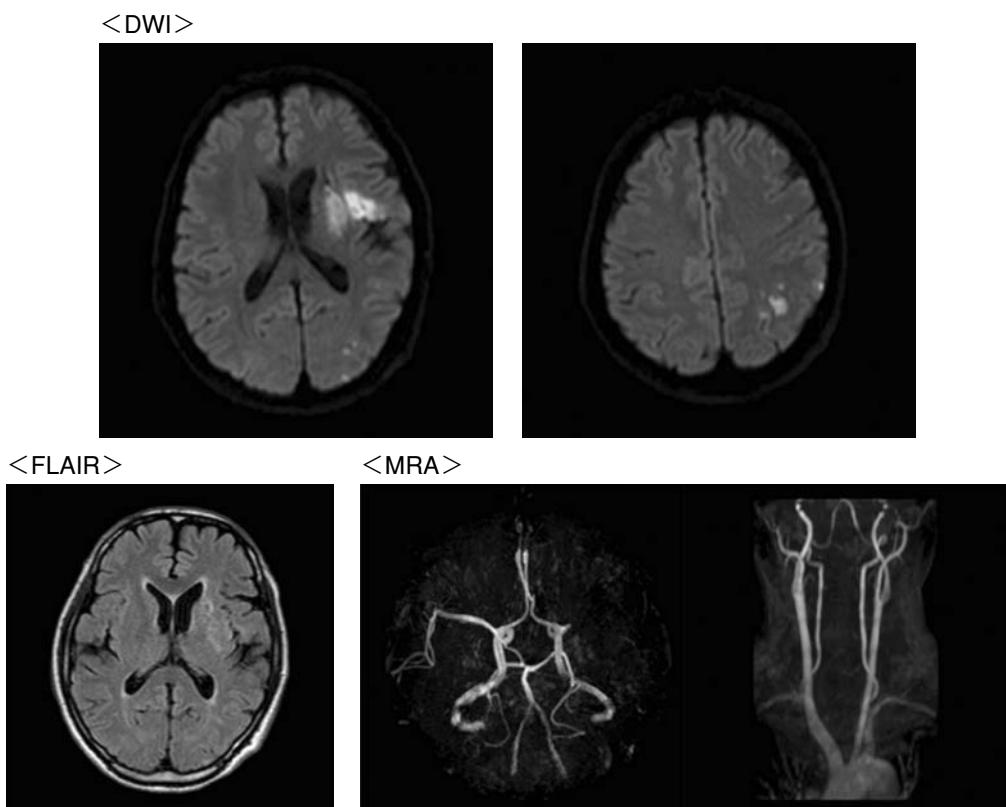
初診時頭部MRI/MRA（発症約12時間後）
